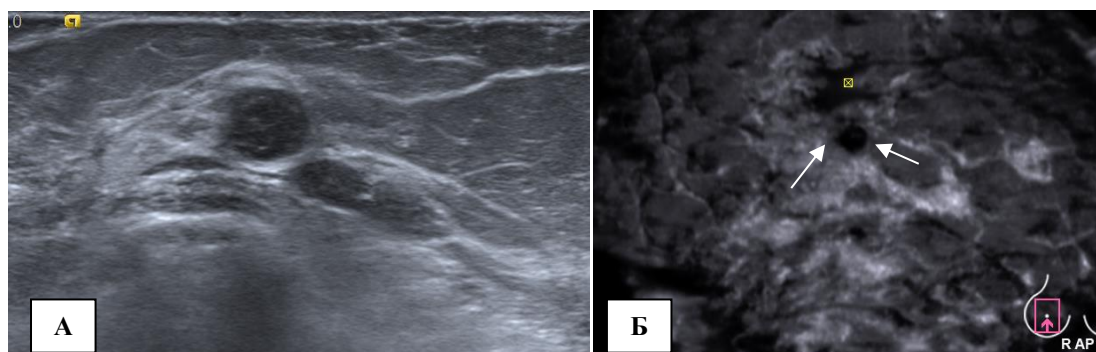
Киста с густым содержимым правой молочной железы: А – эхограмма; Б – сонотомограмма.
